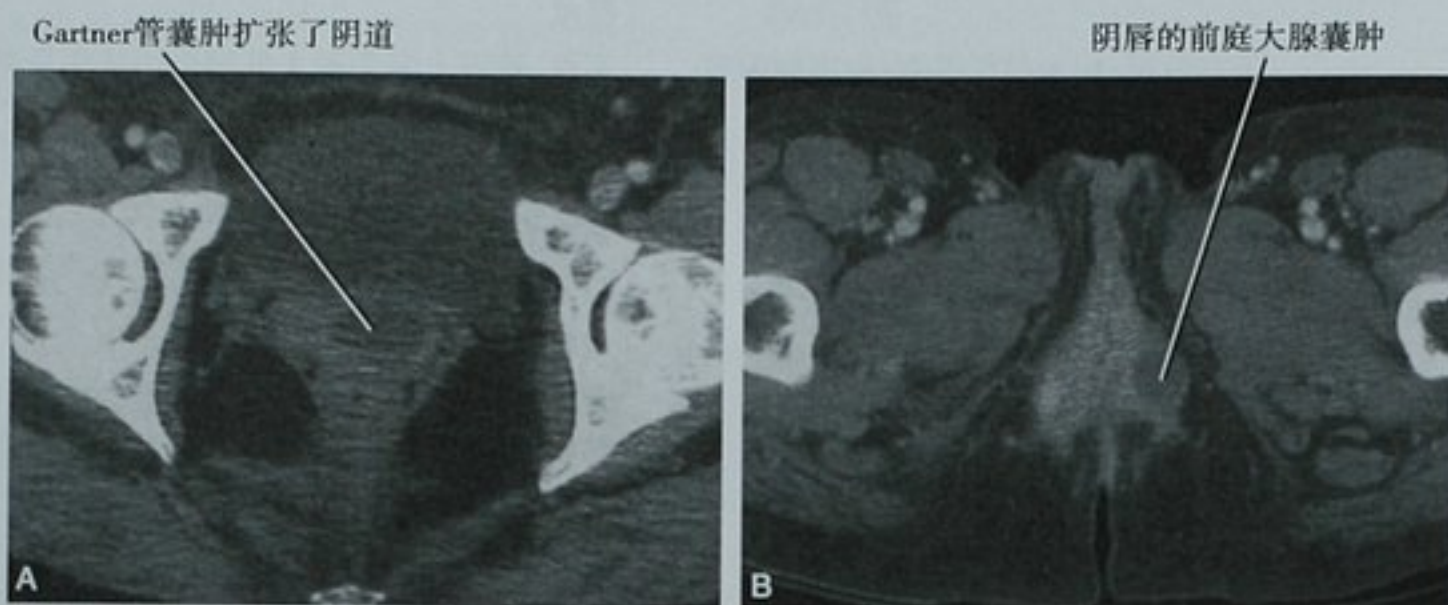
阴道囊肿的 CT 表现。A. 横断面增强 CT 图像显示上阴道部位(与图 21-3 的解剖图对照)的一个低密度病灶。由于它太靠近头侧了所以不是尿道憩室(膀胱依然可见),是 Gartner 管囊肿的典型好发部位。B. 另一位患者的横断面 CT 图像显示左侧阴唇后方的一个低密度病灶。这一感染的前庭大腺囊肿被摘除
